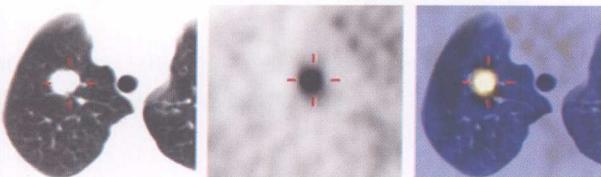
女性, 62岁, 右肺上叶尖段腺癌。 ^{18}F -FDG PET示右肺上叶结节状放射性异常浓聚, 早期显像SUV 3.4, 延迟显像SUV 3.5; CT示结节状软组织密度影, 伴浅分叶征和小毛刺征
